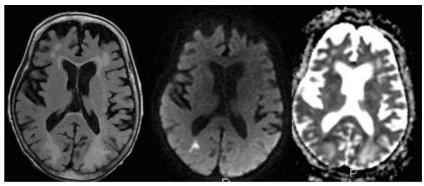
RM cortes axiales en secuencias FLAIR, difusión (B1000) y mapa ADC. Hiperintensidad en FLAIR bilateral en sustancia blanca occipital que no restringe en difusión compatible con SEPR. Foco occipital derecho de hiperintesidad en difusión que restringe en difusión y con caida de señal en ADC compatible con microinfarto agudos/subagudos en las localizaciones descritas, en el contexto de encefalopatía hipertensiva aguda.
